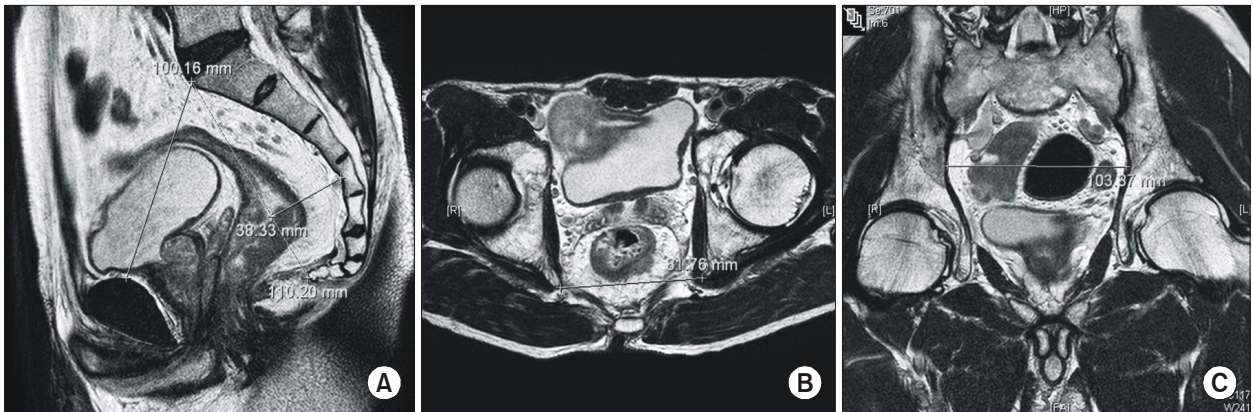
T2-weight spin-echo Magnetic resonance image pelvimetric images. (A) Midsagittal section shows the obstetric conjugate of 10.0 cm and length of sacrum of 11.0 cm. The depth of sacral curvature shows 3.8 cm (B) the interspinous distance of 8.2 cm, measured at the level of the foveae of the femoral heads, and (C) the transverse distance of 10.3 cm at the oblique section.
